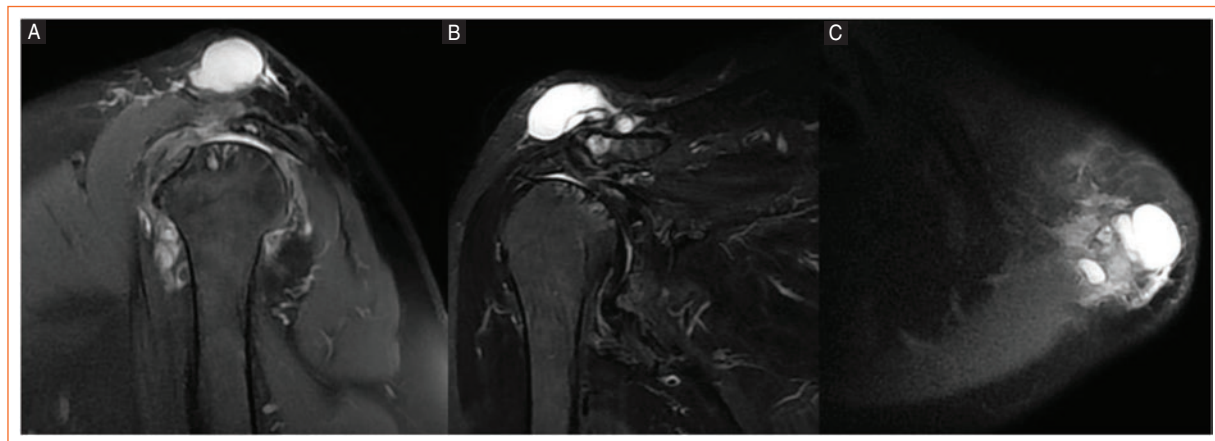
Magnetic resonance imaging revealing a well-defined, encapsulated, multilobulated cyst. A: sagittal. B: coronal. C: axial.
